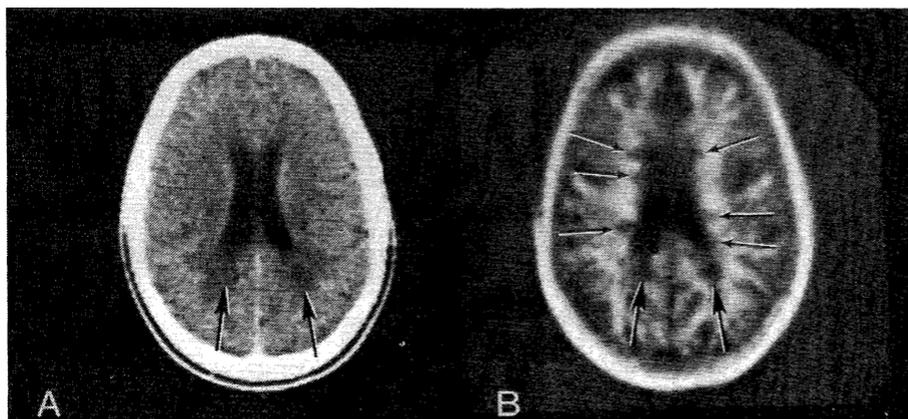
Multiple Sklerose im Diffusionsbild (1981): Bildteil A: CT. Bildteil B: MRT, Herde mit Pfeilen markiert. Quelle: Young, 1981 [8]
